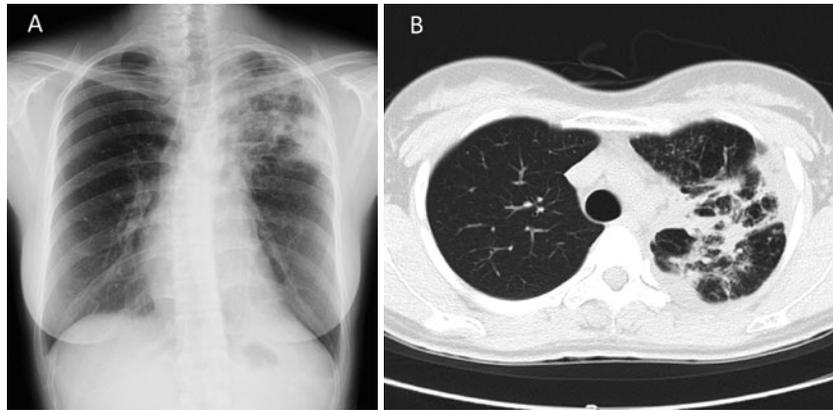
入院時画像所見。(A)胸部単純写真. 左上中肺野外側優位に浸潤影, 左横隔膜挙上を認める。(B)胸部単純CT. 左上葉に周囲に気腫性変化を伴う浸潤影を認める。
